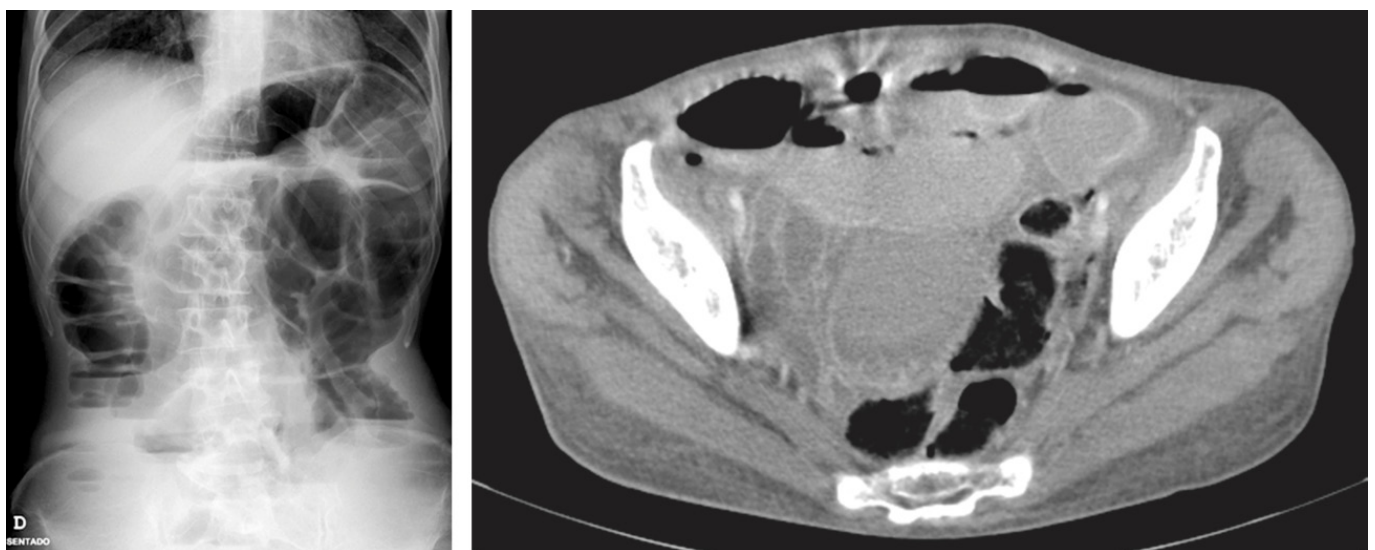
Plain abdominal radiography and computerized tomography show markedly distended loops of small bowel with air-fluid levels.
